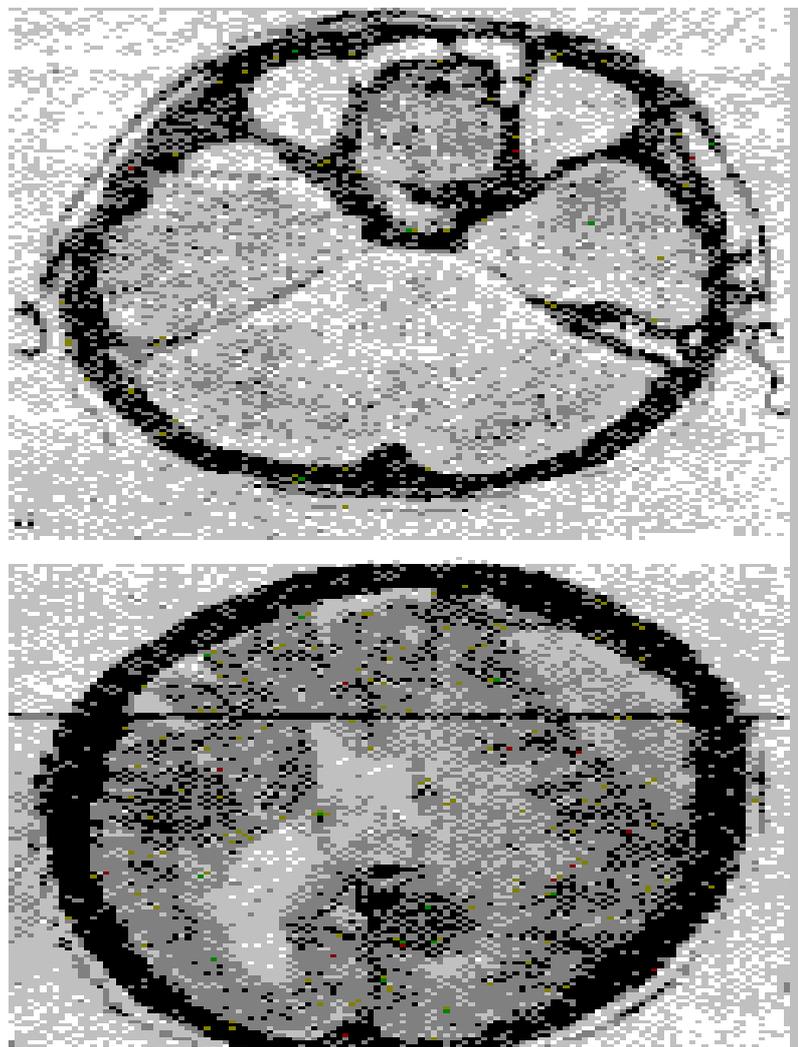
Отображение эпидуральной (а), субдуральной (б) и внутримозговой (в) гематом на рентгенограммах, полученных с помощью компьютерного томографа.
